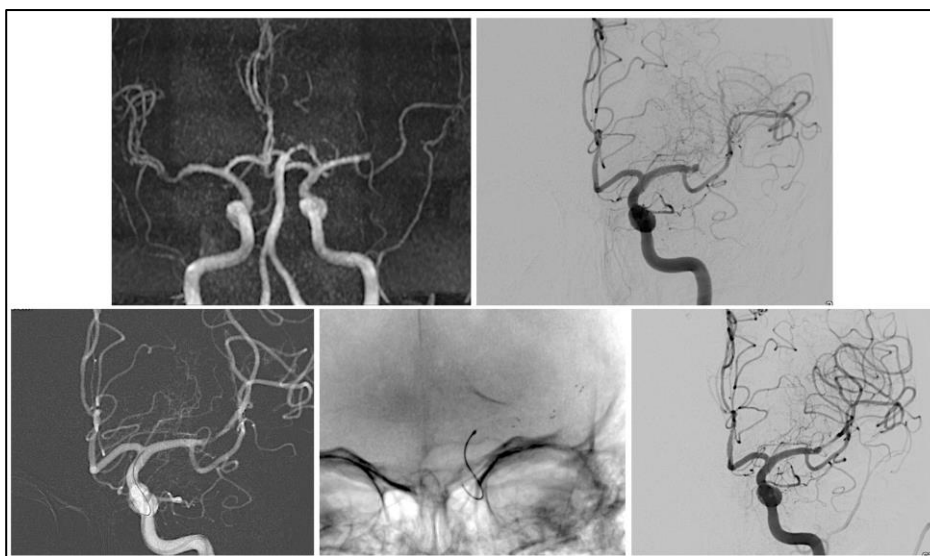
Paciente com AVC agudo intra-hospitalar. Realizada RM em protocolo otimizado e imediata trombectomia com revascularização. Na linha superior: a) RM mostrando obstrução na divisão superior de M2. b) Arteriografia com injeção na ACIE, pré-trombectomia c) Posicionamento do stentriever d) Stentriever posicionado e) Arteriografia pós-trombectomia, mostrando recanalização do ramo arterial, o qual mantém a área de estenose, paciente evoluiu com reversão dos déficits (NIH=0).
